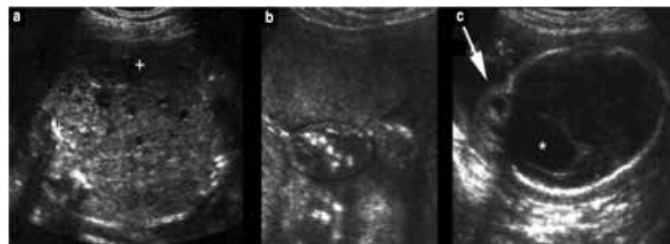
Ultrasound examination of a 24-week fetus presenting with large cystic kidneys (a, calipers) associated with polydactyly (b, ellipse) and encephalocele (c, arrow) with ventriculomegaly (e, star). The kidney is markedly enlarged (+4.5 SD) and there is no corticomedullary differentiation. Sonographic diagnosis of Meckel-Gruber syndrome was confirmed after termination of the pregnancy.
